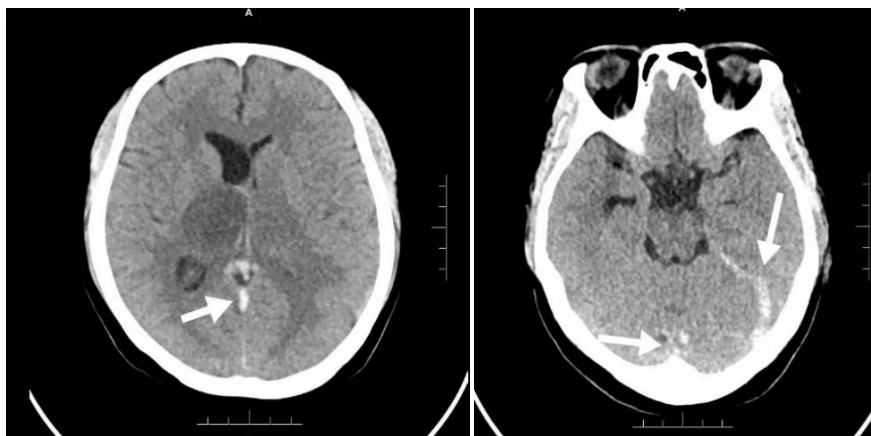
Head CT showed dural sinus strip sign and empty triangle sign, increased density of left straight sinus and transverse sinus, and thalamus swelling on the right side
